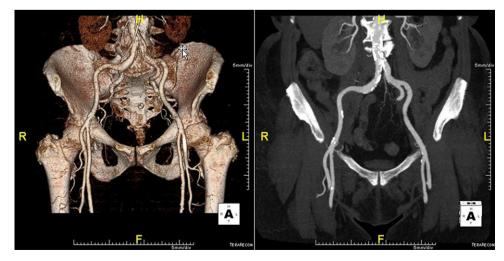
Avaliação dos acessos vasculares por tomografia computorizada multidetetores.
